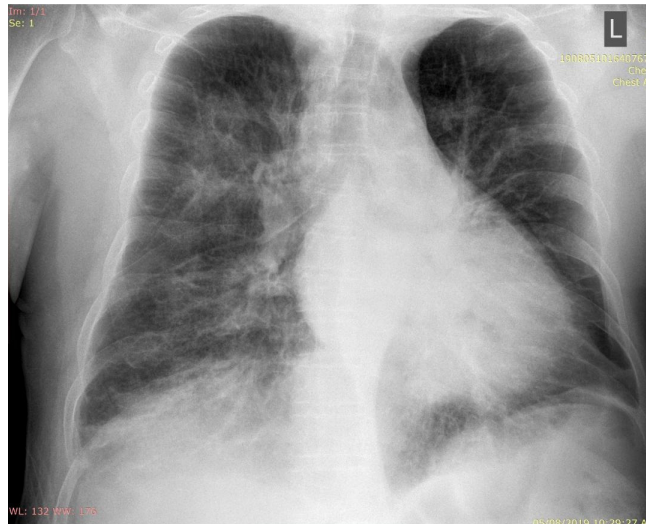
Radiografie de torace din incidență antero-posterioară. Se observă cord și mediastin cu siluete lărgite. Opacități alveolare difuze, diseminate perihilar în "aripi de liliac" - aspect sugestiv pentru edem pulmonar acut.
